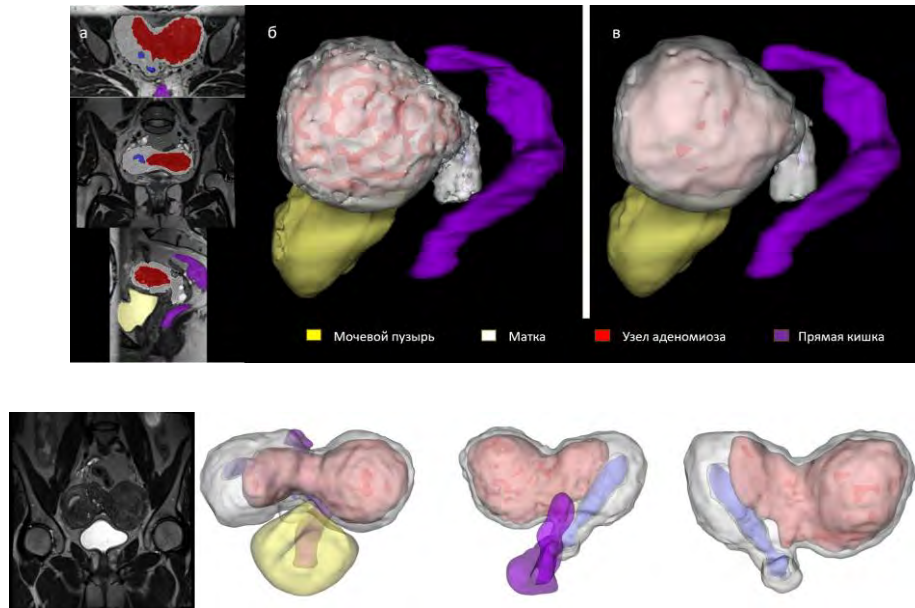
Процесс получения трехмерной виртуальной анатомической модели (а) путем сегментации анатомических областей (б,в) на основе срезов магнитно-резонансной томографии (МРТ)
